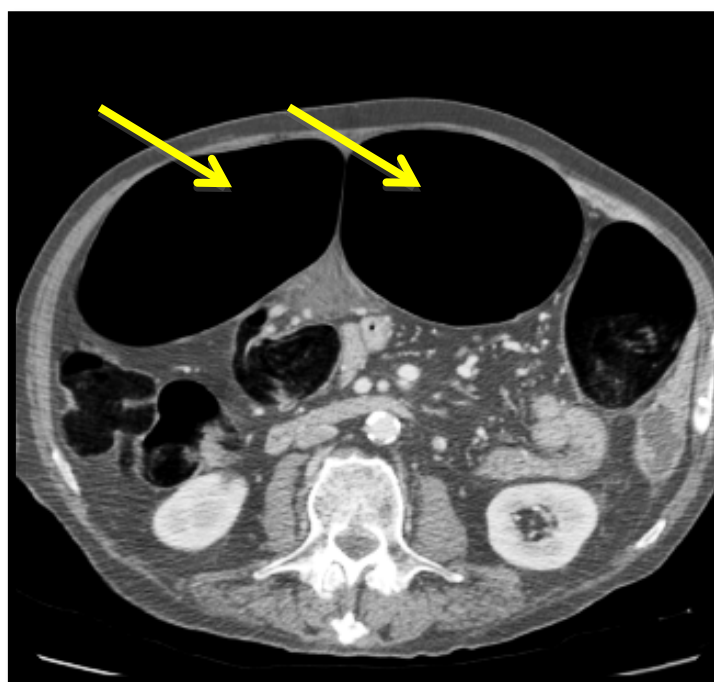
TDM ABDOMINA–L MONTRANT UNE DISTENSION ABDOMINALE
